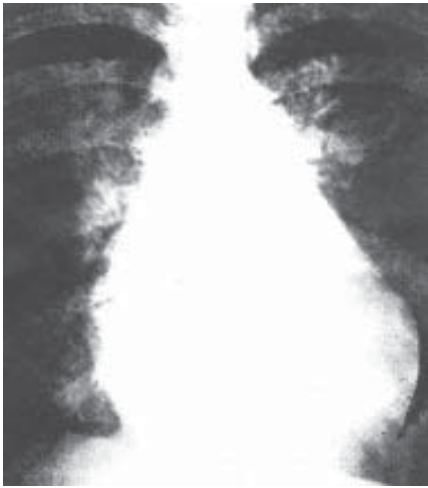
Рентгенографічна конфігурація серця при недостатності мітрального клапана: чітко виражені збільшення лівого і правого шлуночків, згладженість талії серця.
